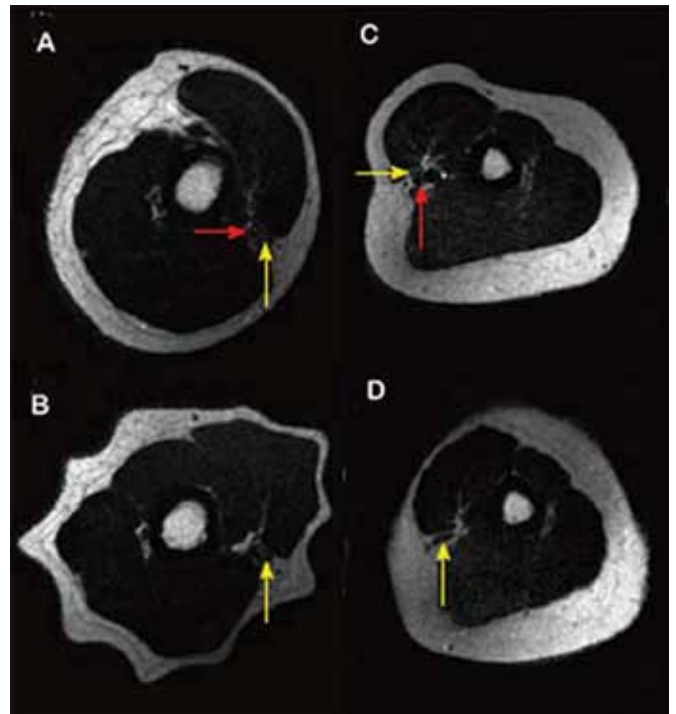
Magnetic resonance imaging (MRI) of upper limb before and during compression with a pneumatic tourniquet (A, B) or a HemaClear® device (C, D), respectively. Red arrow indicates open brachial artery, yellow arrow indicates median nerve demonstrating no differences in nerve size without and with compression in either group. From Kovar et al (16), with permission.
